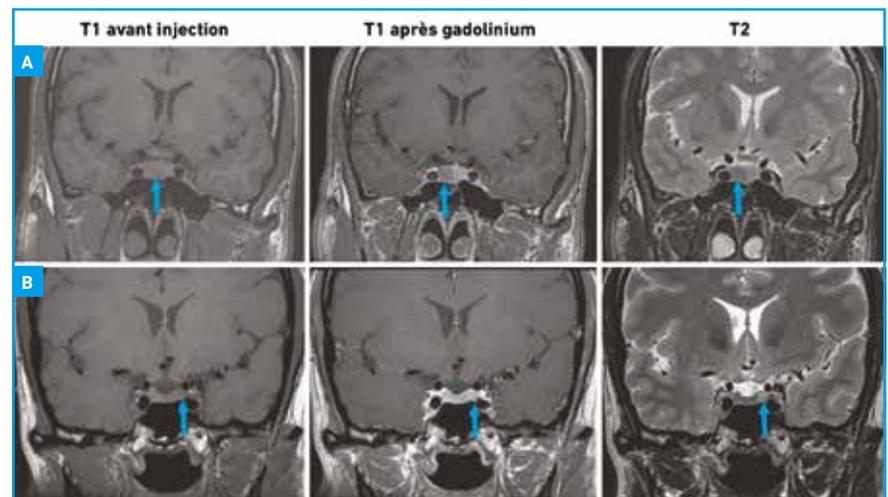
Micro-adénome hypophysaire en IRM latéralisé à droite (A) et à gauche (B ; source : CEEDMM, 2021).
